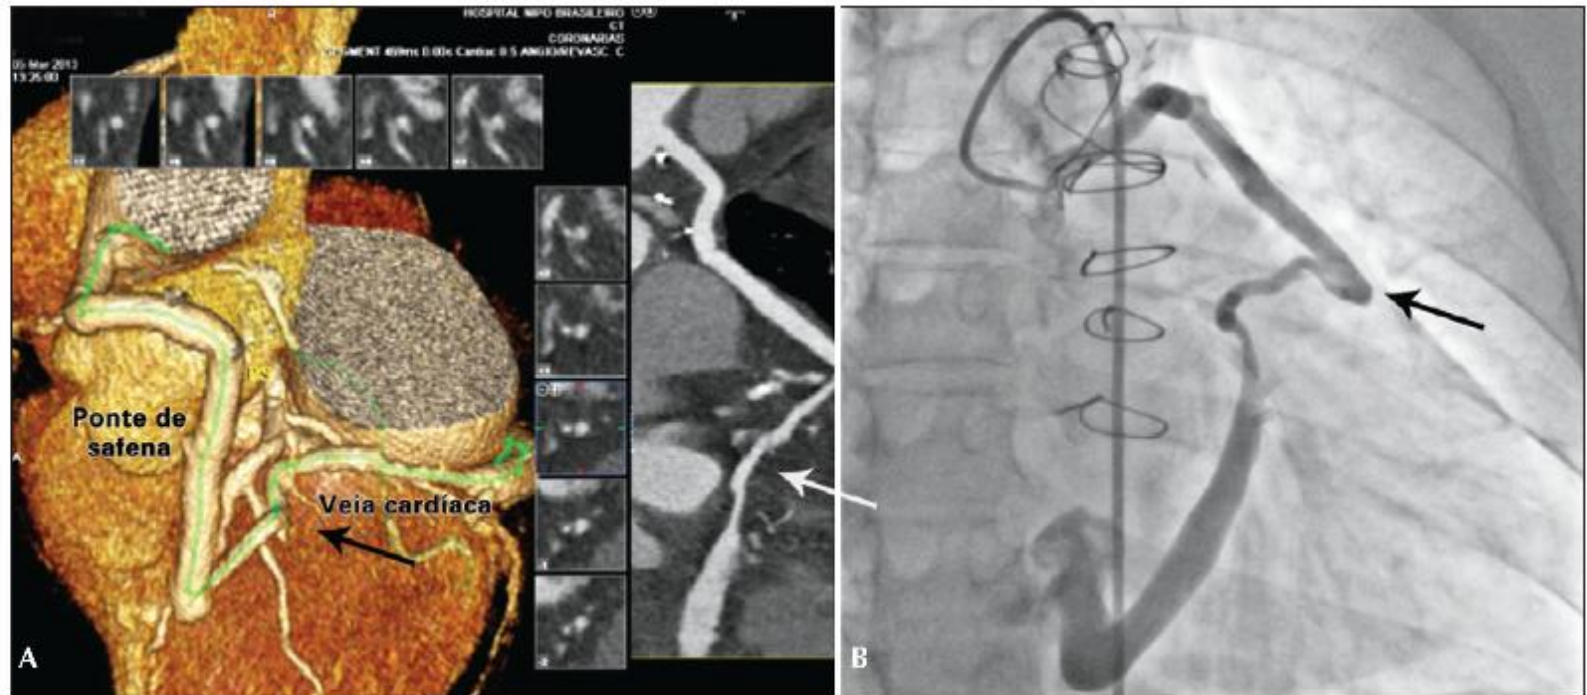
Caso 1: angiotomografia demonstrando enxerto de ponte de safena pérvio e dilatado, conectado à veia cardíaca magna (seta) em projeção oblíqua anterior esquerda (A) e angiografia do mesmo enxerto em oblíqua anterior direita (B).
